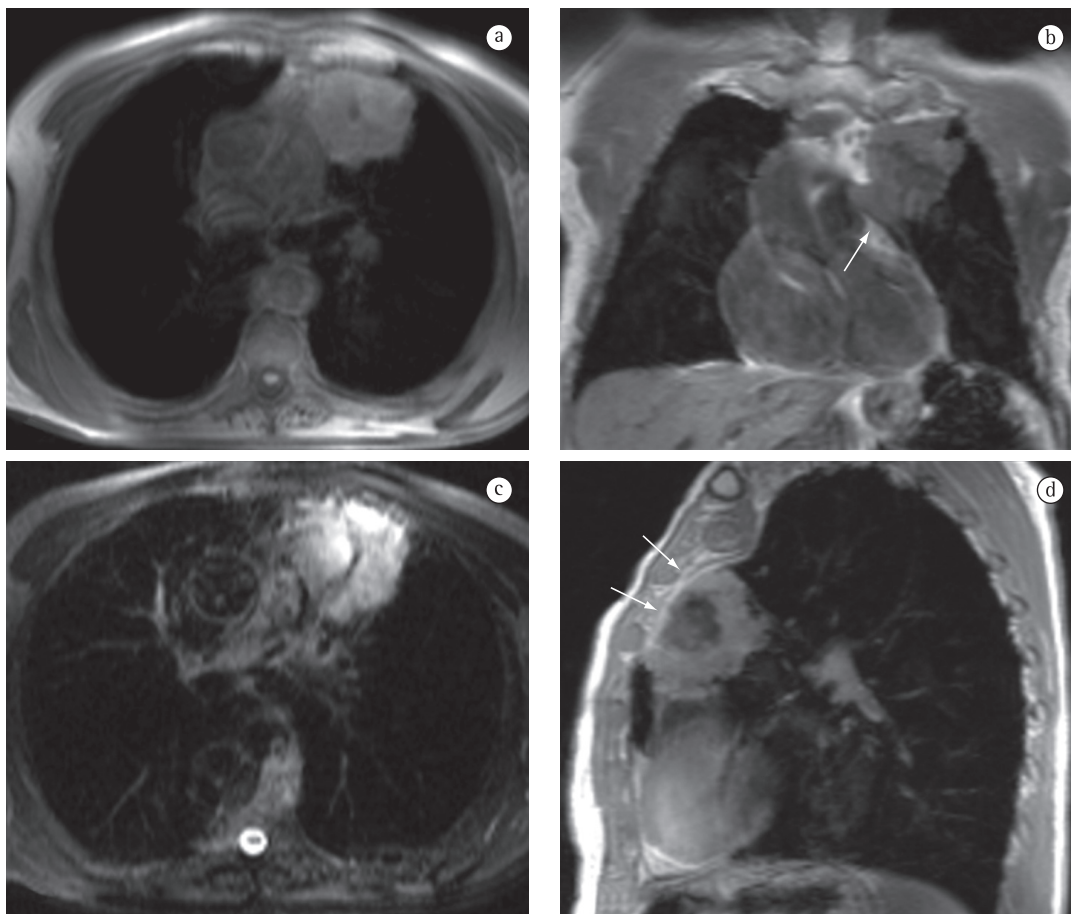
Imagens de ressonância magnética demonstrando carcinoma epidermoide pulmonar como lesão paramediastinal. Imagens em plano axial (a) e coronal (b) ponderadas em T1, axial ponderada em T2 (c) e sagital T1 pós-contraste paramagnético (d). A massa é irregular e heterogênea, com predomínio de hipossinal T1 e hipersinal T2, apresentando reforço também heterogêneo pós-contraste, com área central hiporrealçante de necrose. Nota-se a invasão da gordura mediastinal junto a janela aortopulmonar (seta em b) e ampla superfície de contato com a parede torácica anterior, porém sem sinal direto de invasão (setas em d).
